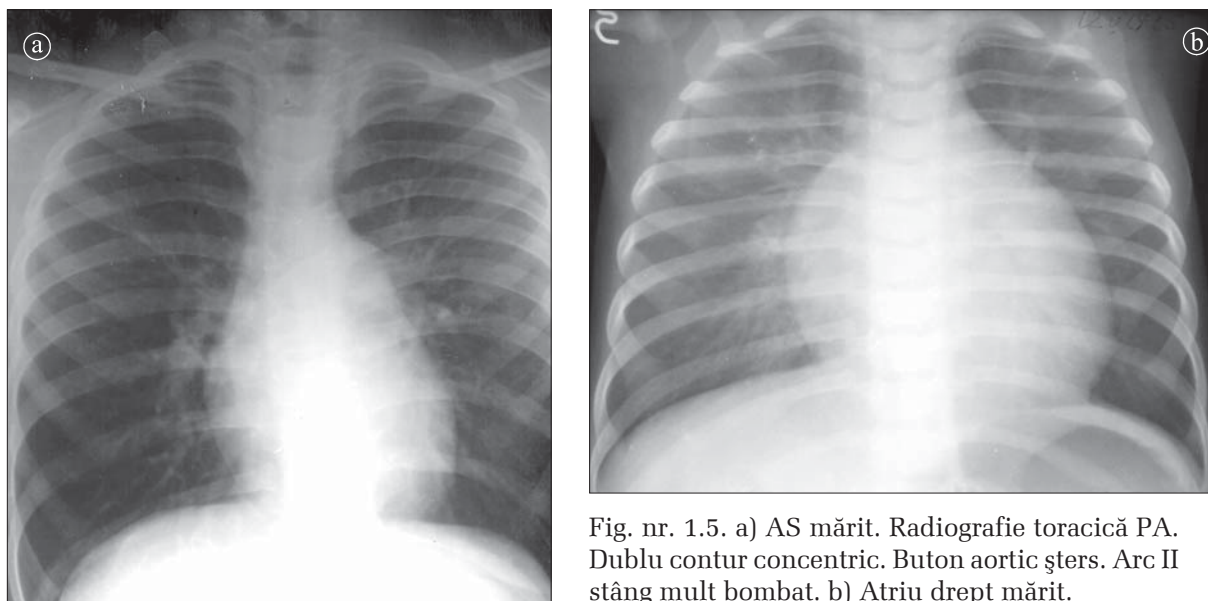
a) AS mărit. Radiografie toracică PA. Dublu contur concentric. Buton aortic șters. Arc II stâng mult bombat. b) Atriu drept mărit.
